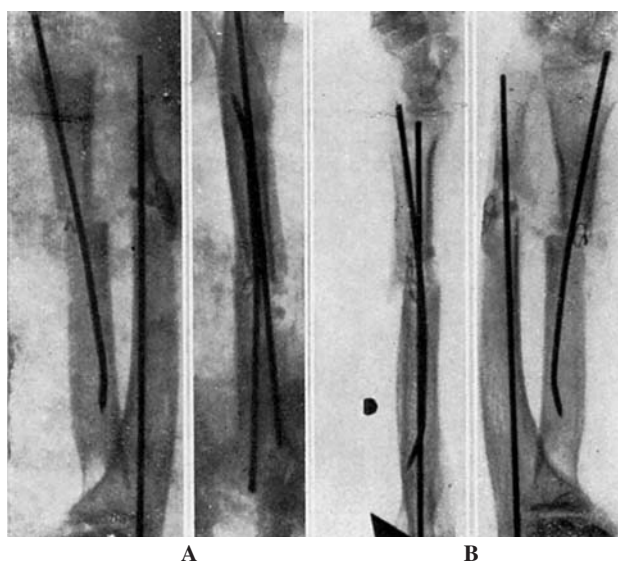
Radiografías del mismo caso de la figura anterior. A: A los 3 meses. B: A los 3 meses y medio. Ausencia de consolidación, reabsorción de gran parte de los injertos óseos; reabsorción casi completa del extremo distal del cúbito.
